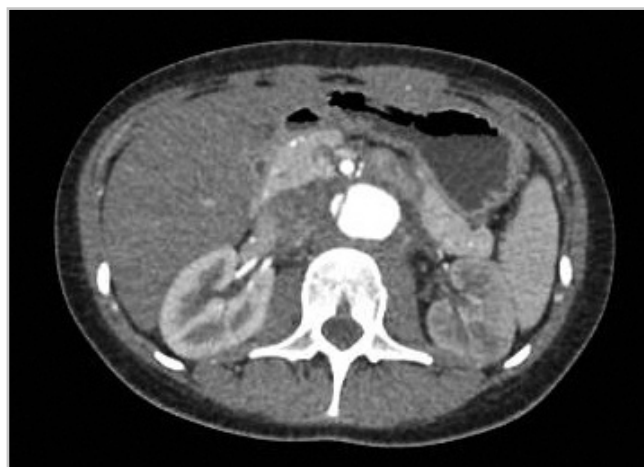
Angiotomografia de aorta toracoabdominal: corte axial.
